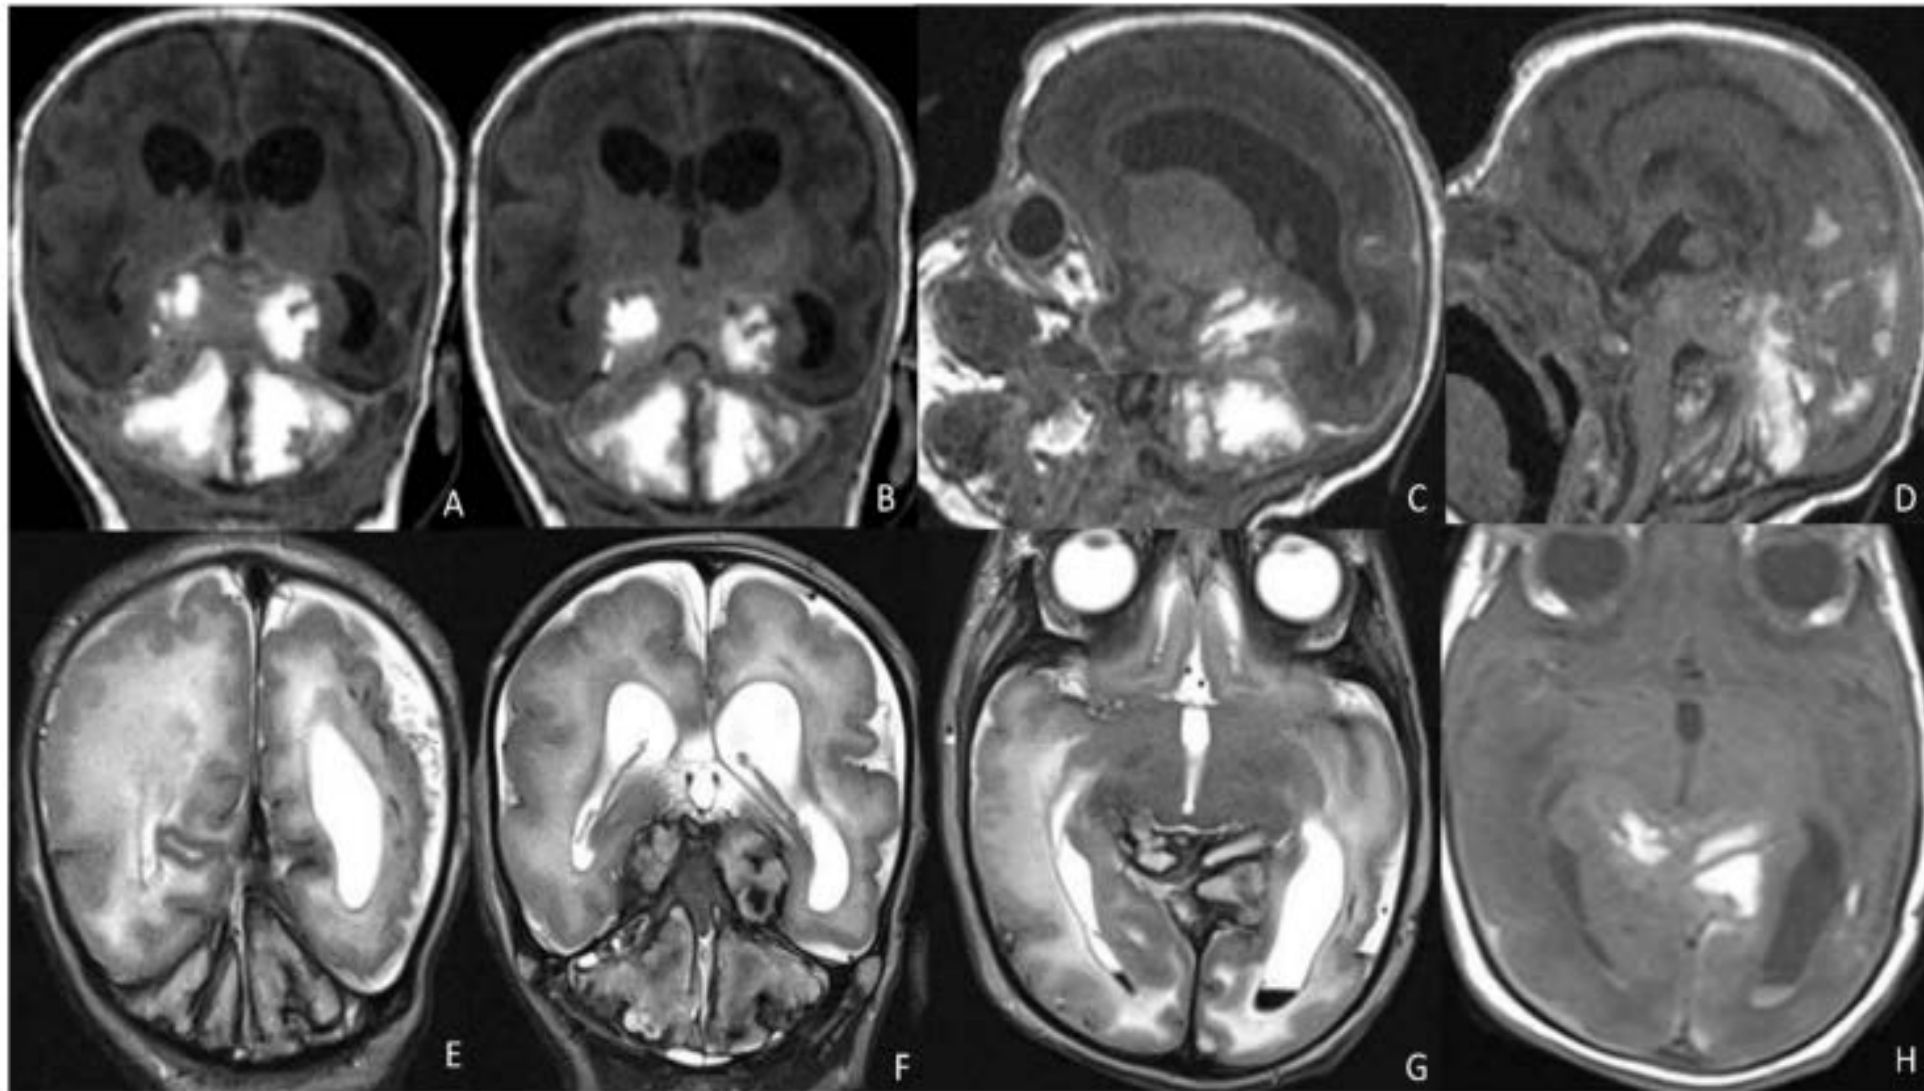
MRI performed in neonate affected by CMV in the first gestational trimester presenting with purpura, hepatosplenomegaly, coagulation, and neurological deficits, showing cerebellar and occipital hemorrhage coexisting with a subdural hematoma on coronal (A,B) and sagittal (C,D) T1WI and hemoventricle on coronal (E,F) and axial (G) T2WI and on axial T1WI (H).
